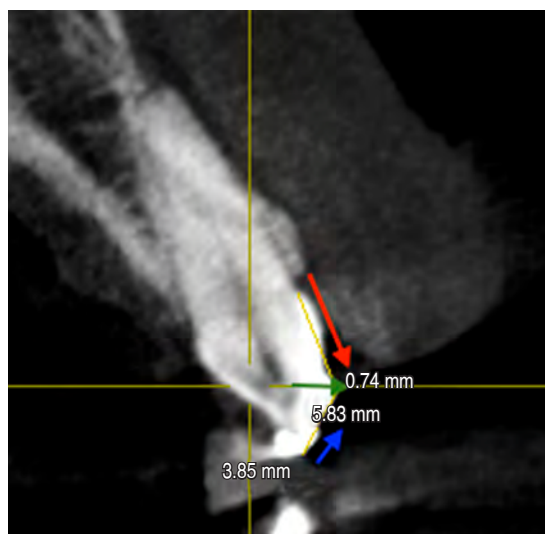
Vista transversal en *cone-beam computed tomography* de pieza 2.1, en la que flecha roja: línea B (5.83 mm); flecha azul: línea A (3.85 mm); y flecha verde: medida del tope de resina (0.74 mm).
